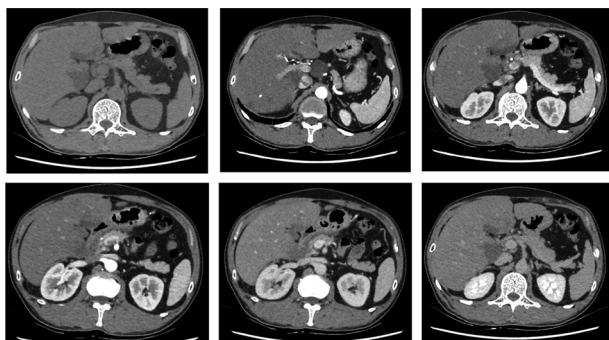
患者入院后初诊时 CT 肝脾平扫+增强检查图
